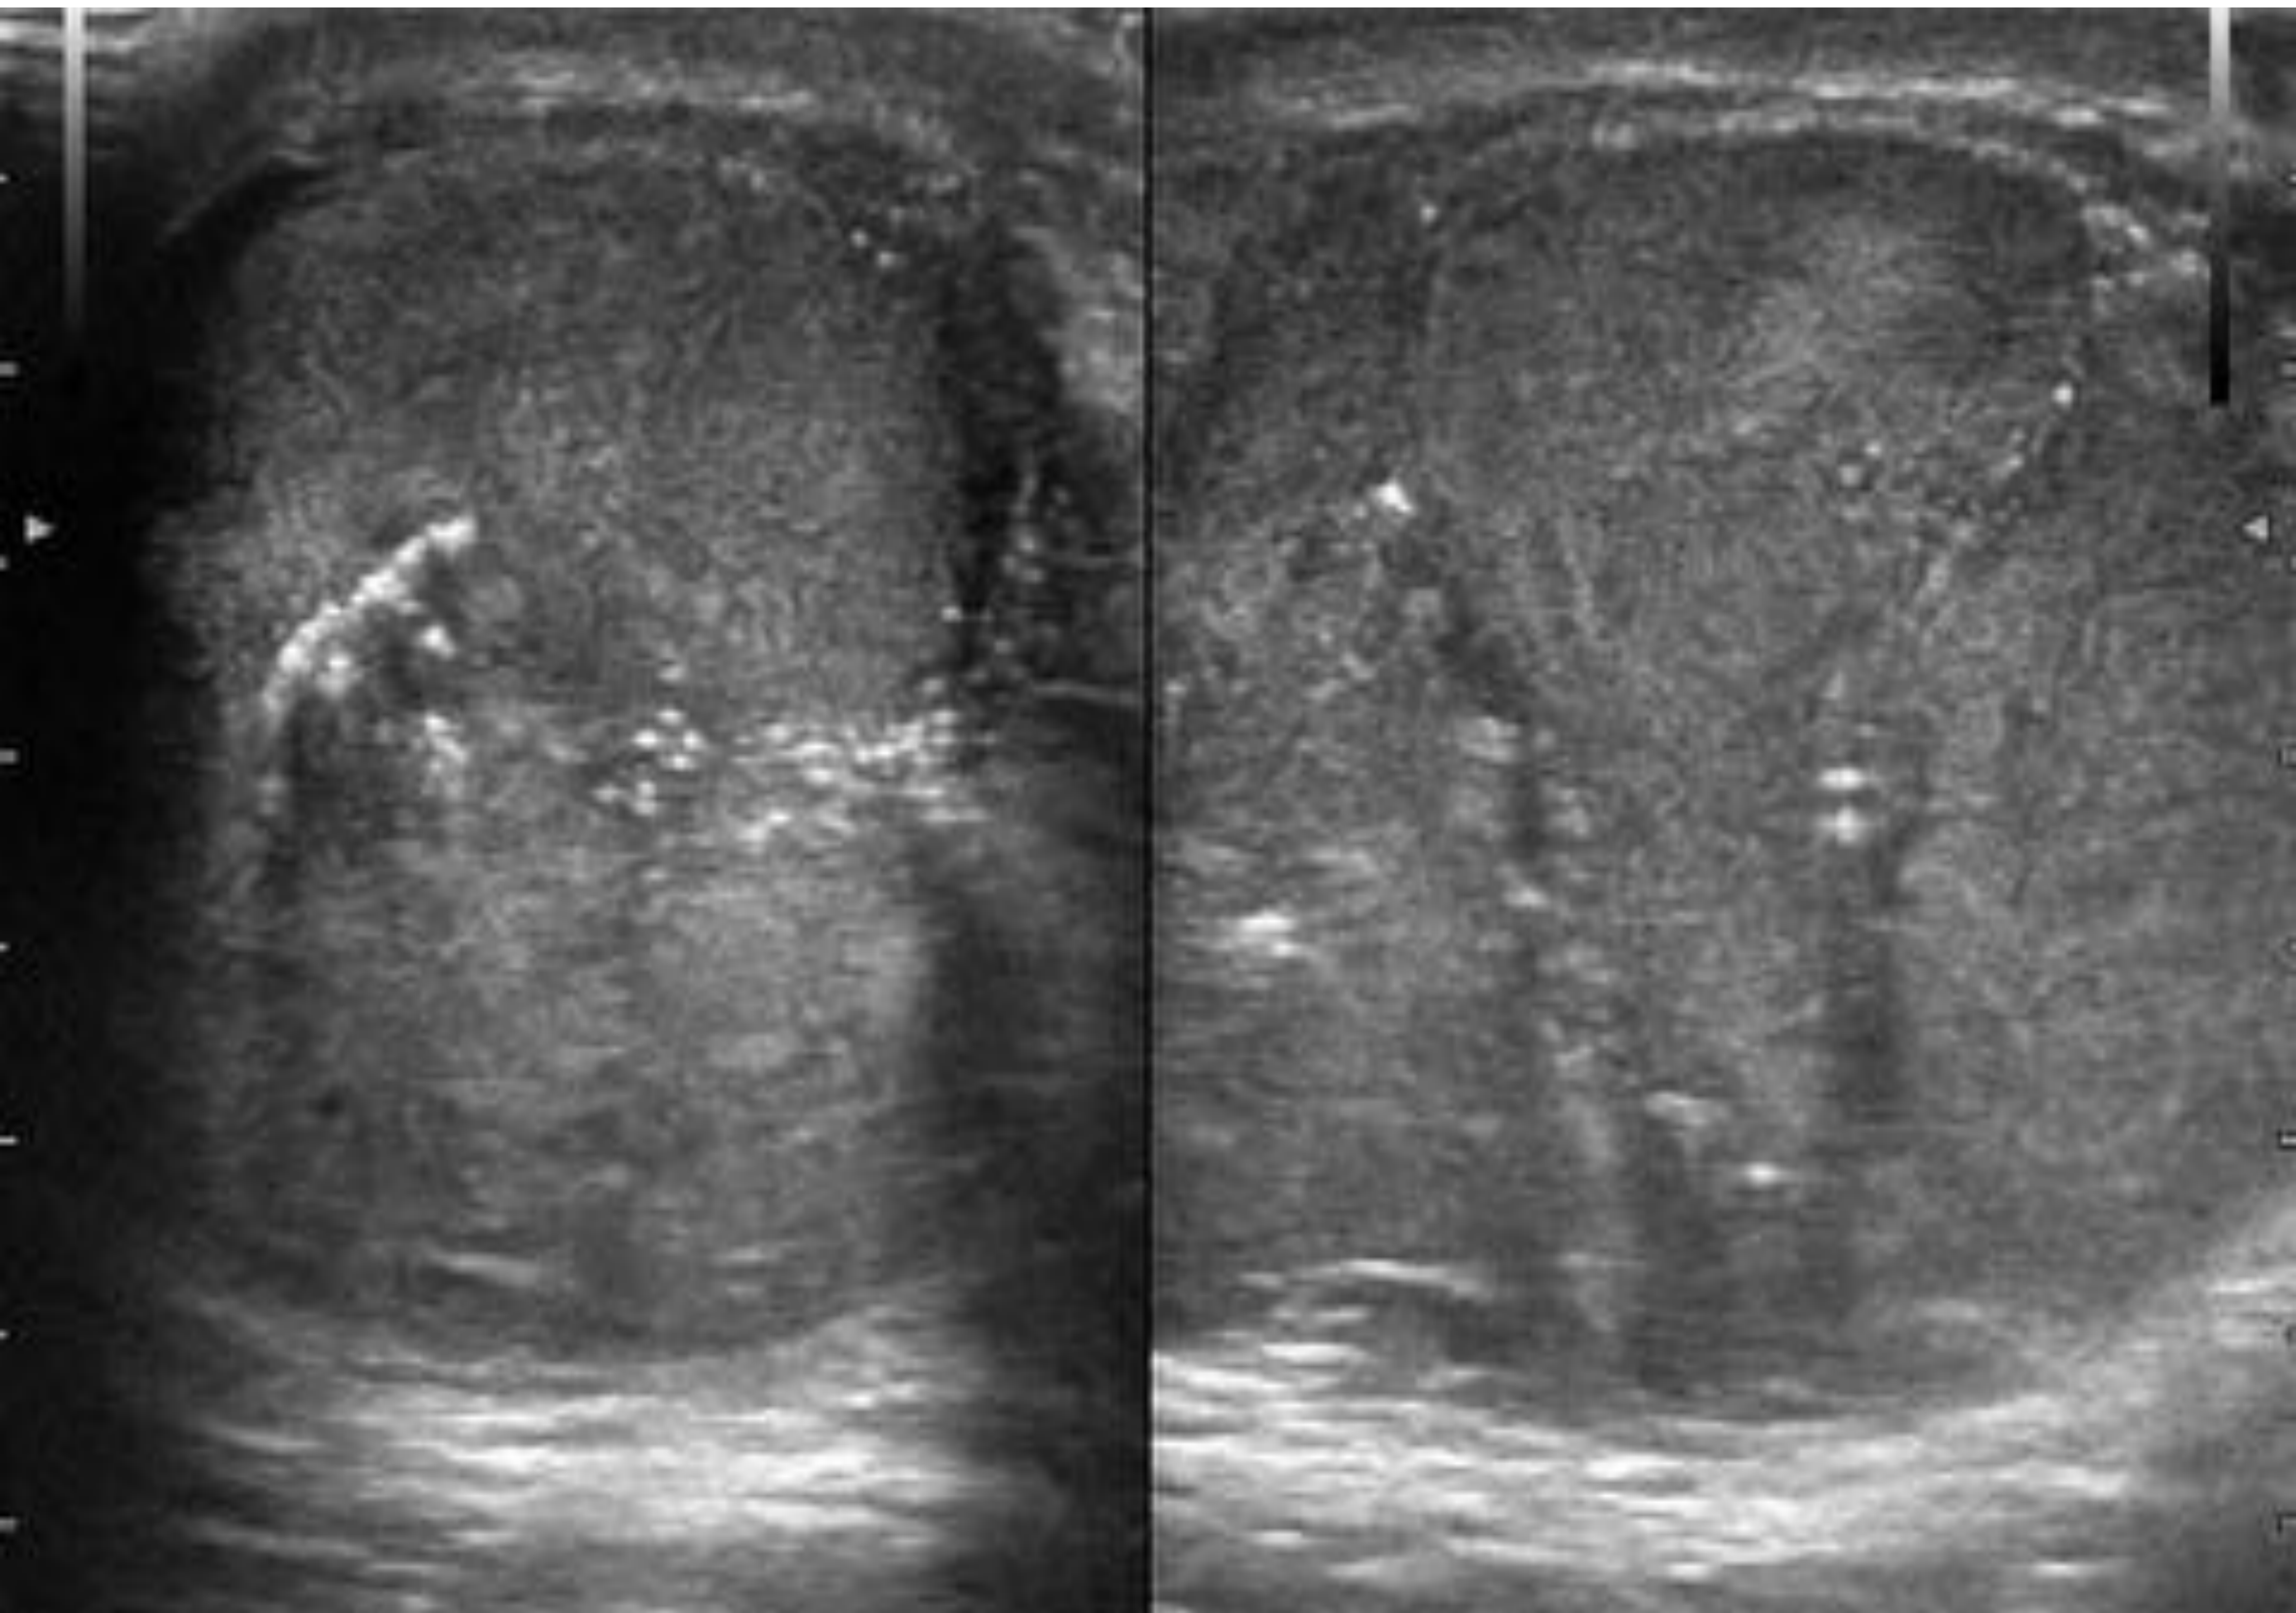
Cáncer embrionario: masa polilobulada y heterogénea que aumenta el tamaño testicular, con aumento del flujo Doppler en un paciente de 19 años que presenta dolor testicular de un mes de evolución.
